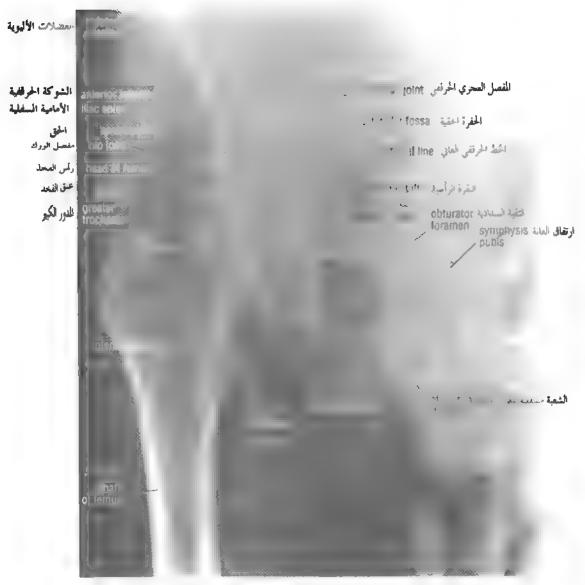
Anteroposterior radiograph of the hip joint. قشكل (10-55): صورة شعاعية أماسية خلفية لمفصل قورك.
